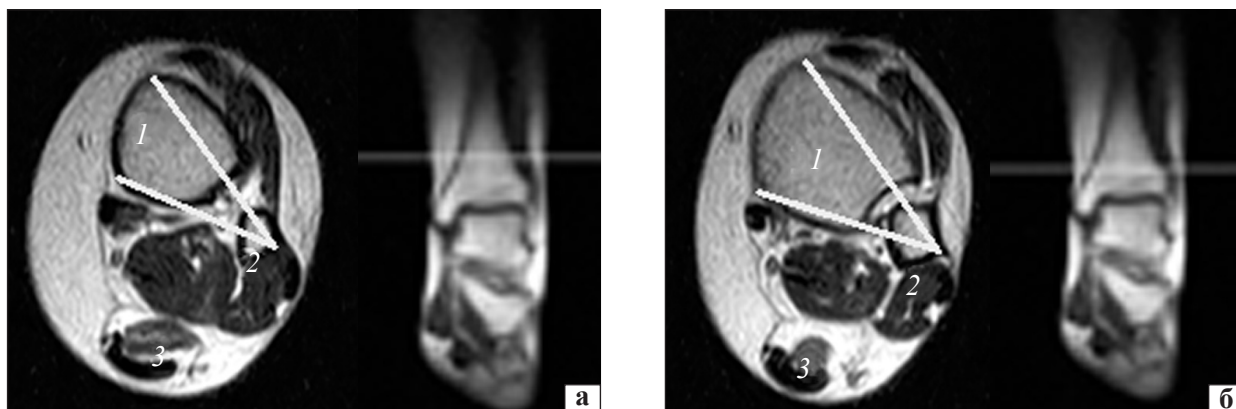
Расчет максимально возможного угла проведения напряженных петель по МРТ-сканам на уровне 4 см (а) и 2 см (б) над уровнем суставной щели голеностопного сустава (1 — большеберцовая кость; 2 — малоберцовая кость; 3 — ахиллово сухожилие)
